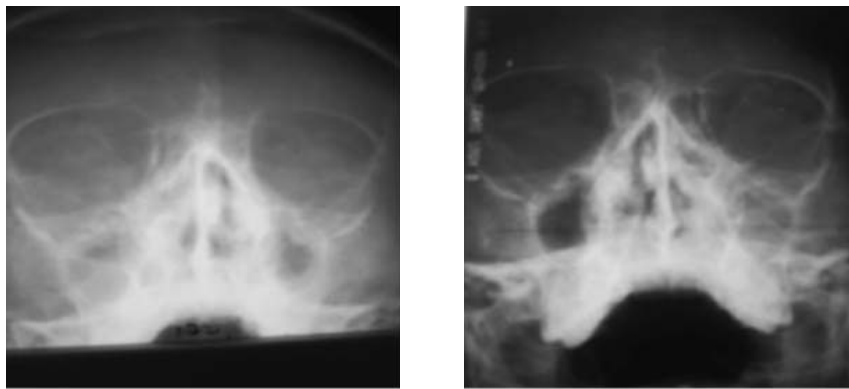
Radiografia sinusurilor paranazale la pacient cu sindromul Kartagener
